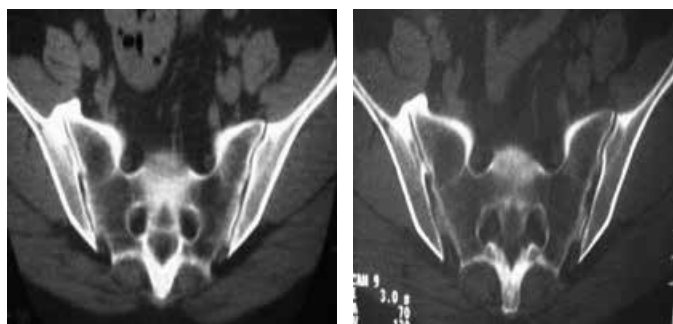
Tomografia computadorizada de bacia, corte axial, janela de partes moles à esquerda, mostrando esclerose óssea (A), e janela óssea à direita, mostrando fusão da articulação sacroilíaca (B).
